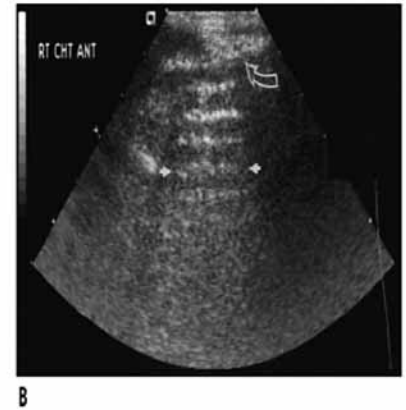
Sonography of a focal pneumothorax. A linear array transducer (A) and a sector transducer (B) show the echogenic interface of a normal lung (open arrow). There is a focal pneumothorax and a corresponding comet tail artifact (arrows). RT CHT ANT indicates right chest, anterior.
